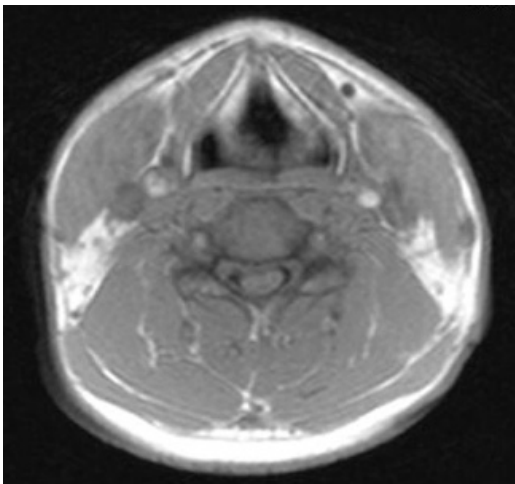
МРТ при заднелатеральній грыжі С4–С5
